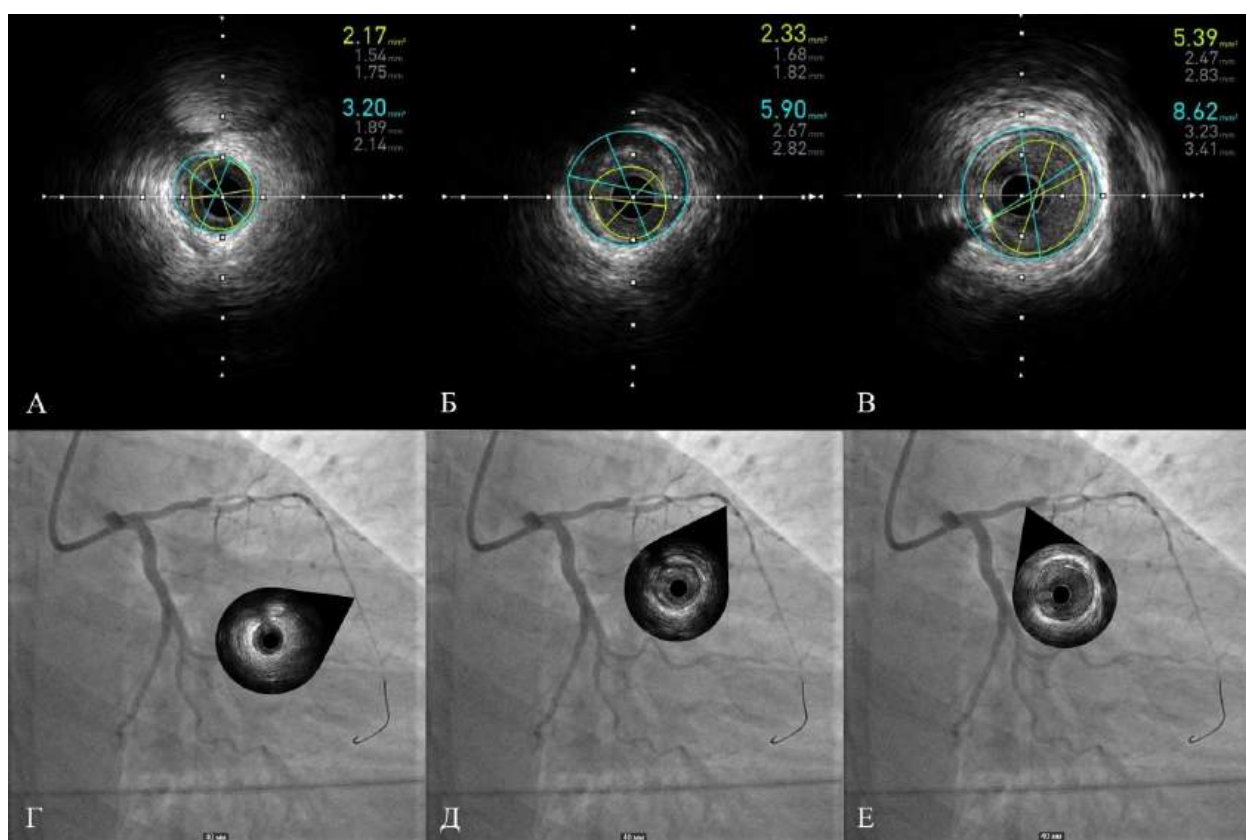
Интраоперационные данные ВСУЗИ (А-В) и коронарографии (Г-Е) пациентки Л., 55 лет до выполнения ТЛБАП и стентирования.
